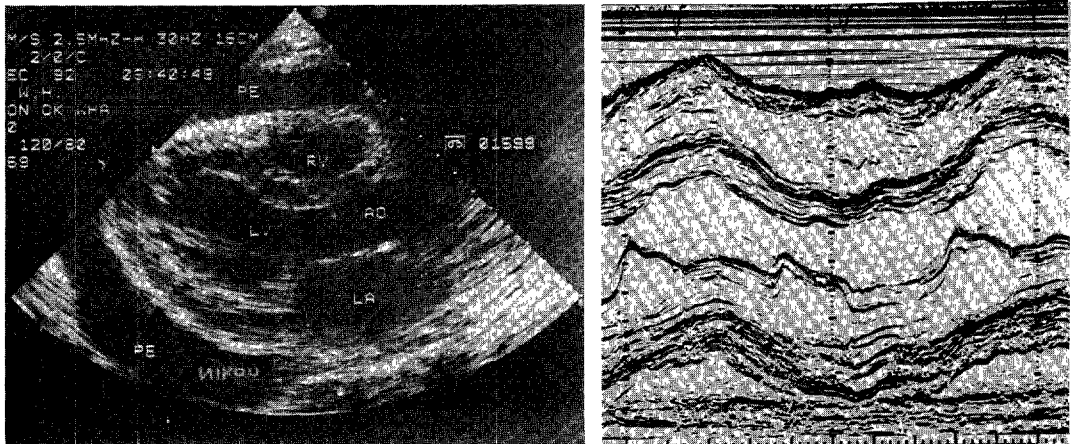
Admission echocardiography showed large amount of pericardial effusion on two-dimensional and M-mode echocardiography.
